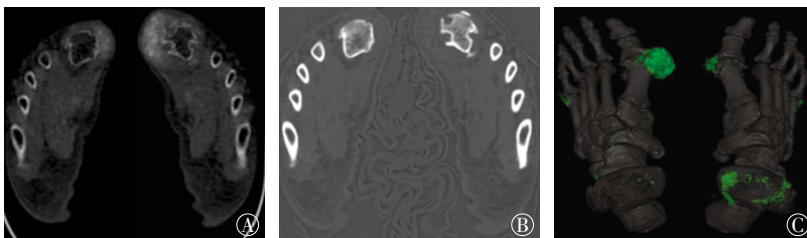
高尿酸血症患者能谱 CT 基物质图 患者男性, 55 岁。图中, A: 尿酸(钙)基图, 显示在双足第一跖趾关节旁软组织可见高密度尿酸结晶形成, 并向邻近骨质内侵蚀; B: 钙(尿酸)基图, 显示受侵蚀骨质边缘形成清晰的硬化带, 尿酸结晶表现为低密度, 钙化表现为高密度, 根据高低密度不同可鉴别出尿酸结晶内的钙化区; C: 在尿酸(钙)基图基础上使用伪彩色对高尿酸密度区进行标注可以更加直观地显示出尿酸结晶的分布。
